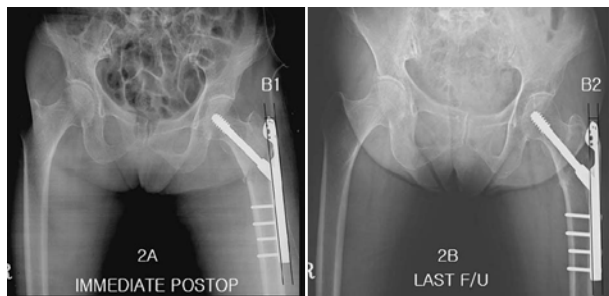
A and 2-B. The measurement of Lateral displacement of greater trochanter: B2-B1 (B1 & B2) The distance between lateral border of femur shaft cortex and lateral border of TSP at immediate post op (B1) and last follow up radiograph (B2).
